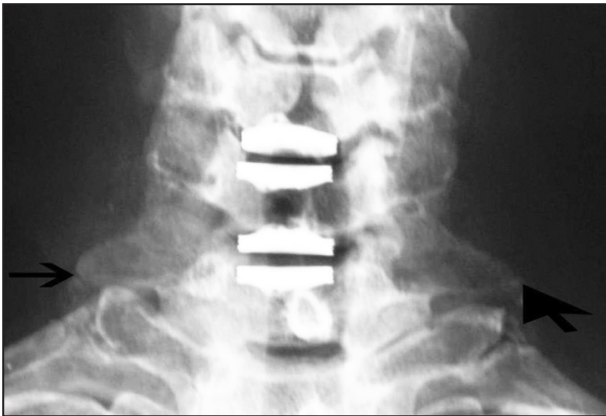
Radiographie de la colonne cervicale (face) : visualisation des prothèses cervicales en C5/C6 et C6/C7 et des côtes cervicales (flèches).
